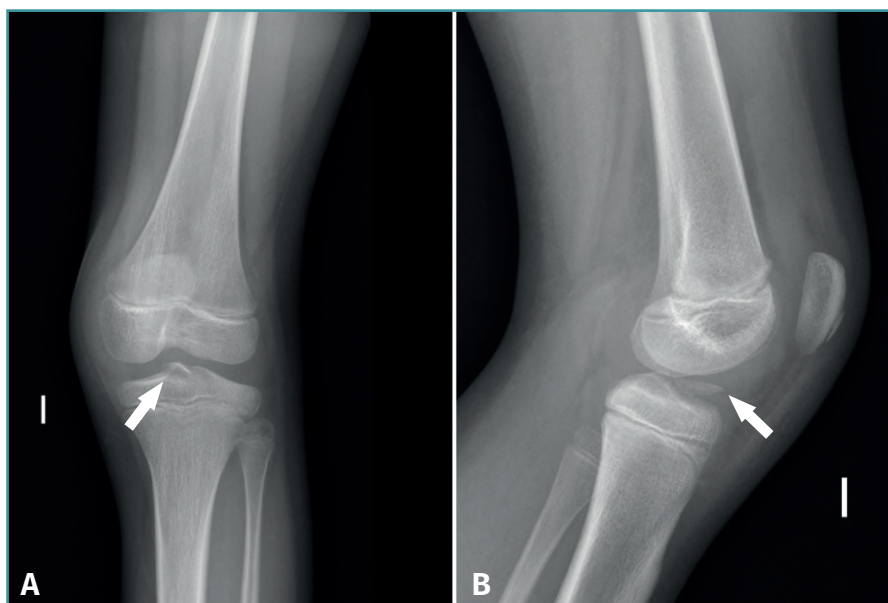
Radiografías de la rodilla izquierda anteroposterior (A) y lateral (B) de un niño de 10 años donde se aprecia arrancamiento de la espina tibial anterior desplazada (flecha), grado II de la clasificación de Meyers y McKeever.
